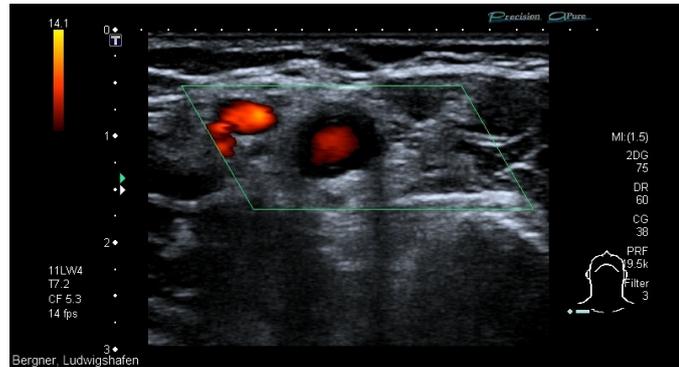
RZA der A. Subclavia mit Halo im Farbdoppler
